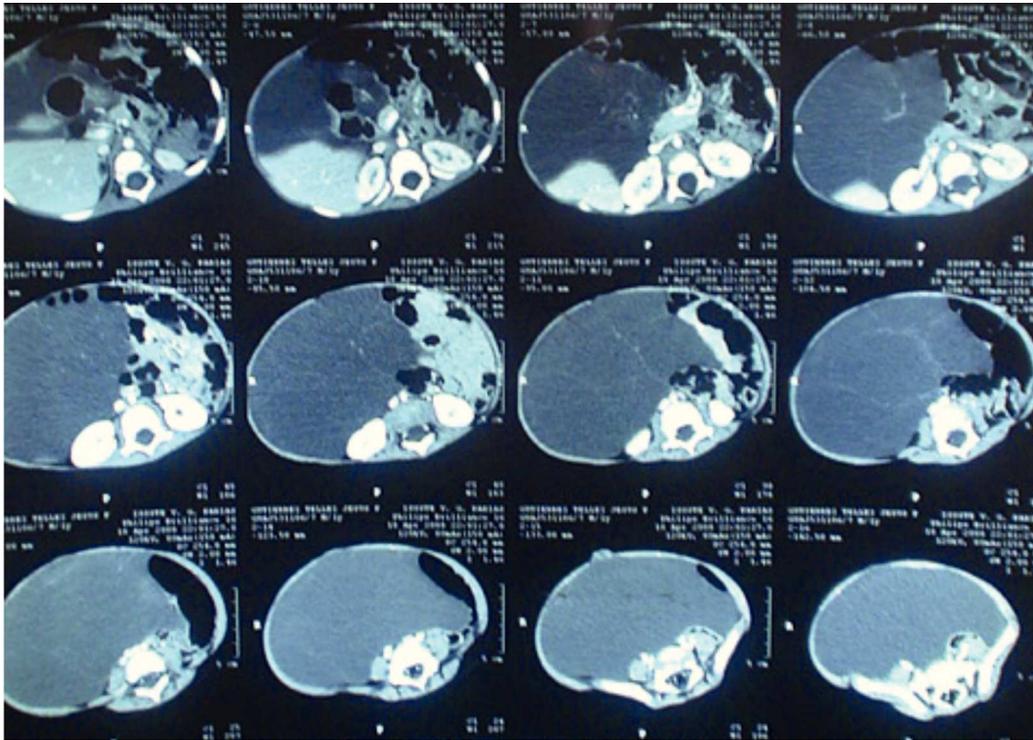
Tomografía axial computarizada de abdomen. Se observó una masa quística con lóbulos que desplaza de manera anterior y hacia la izquierda las asas intestinales.
